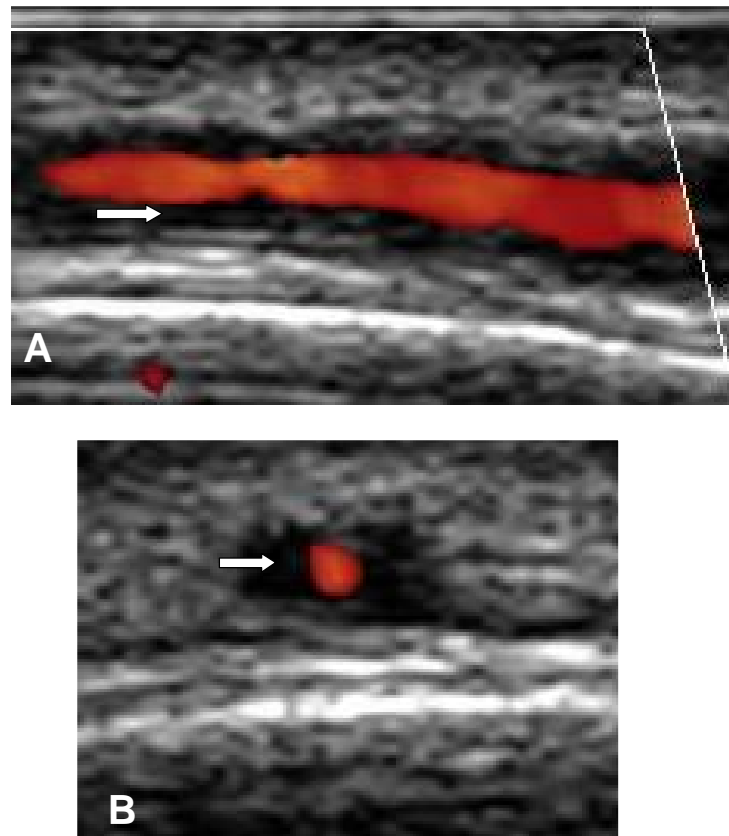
Sonographiebilder einer vaskulitisch veränderten Temporalarterie: A: Longitudinalschnitt mit homogener echoarmer Wandschwellung (→) bei akuter Arteriitis temporalis. B: Transversalschnitt der Arteria temporalis mit konzentrischer echoarmer Wandschwellung (→) bei akuter Arteriitis temporalis („Halo“).
